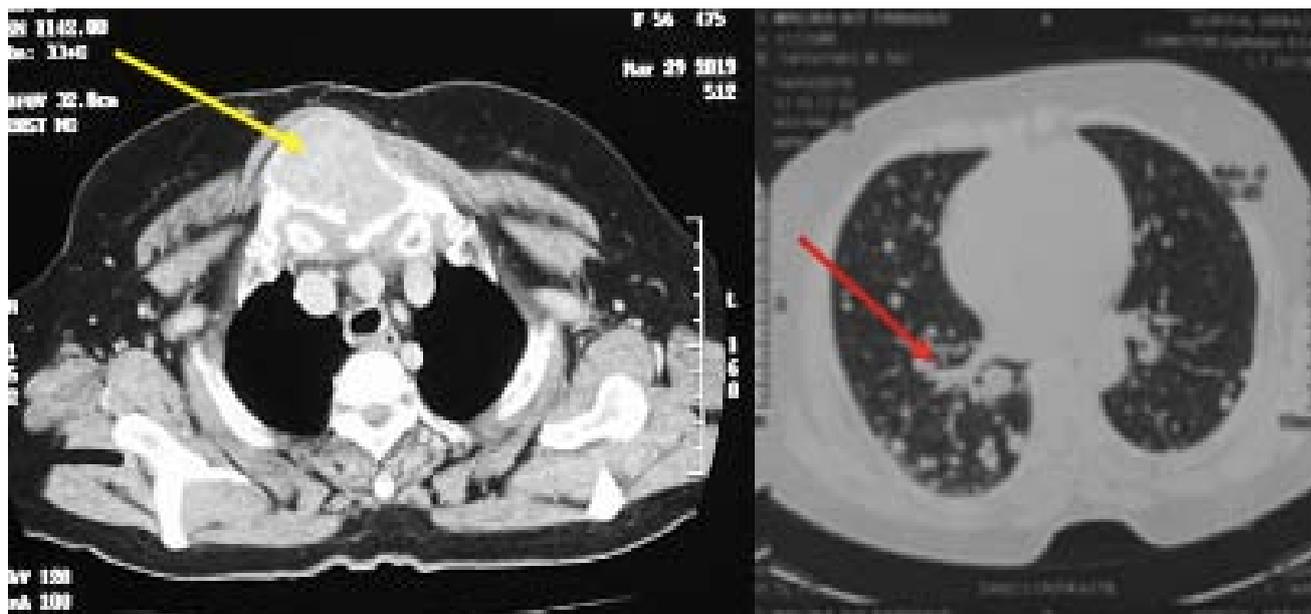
La TDM thoracique du 29/03/2019
